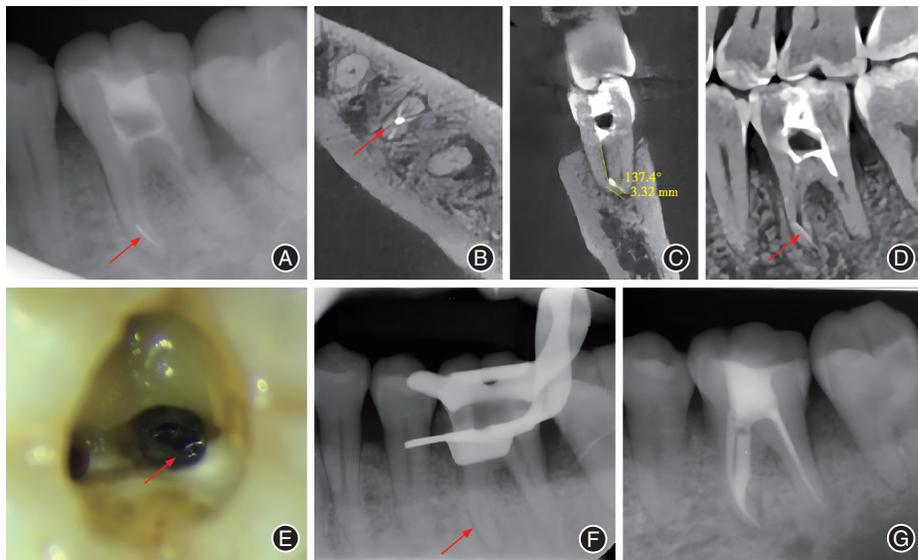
左下第一恒磨牙分离器械取出的影像资料 A:术前X线片示左下第一恒磨牙近中根存在分离器械(红色箭头所示);B:锥形束CT(CBCT)横截面影像确认,近颊根与近舌根根尖区融合,分离器械位于融合区域(红色箭头所示);C:CBCT冠状位影像确认,分离器械长度约为3.32 mm,分离器械与上段根管夹角为137.4°;D:CBCT矢状位影像确认,分离器械位于近中根根尖,且出根尖孔(红色箭头所示);E:ET20/25增隙后镜下斜向卡持在根尖融合区的分离器械(红色箭头所示);F:震出分离器械即刻X线片,已无分离器械(红色箭头所示);G:根管充填后拍摄X线片示根充到位。
